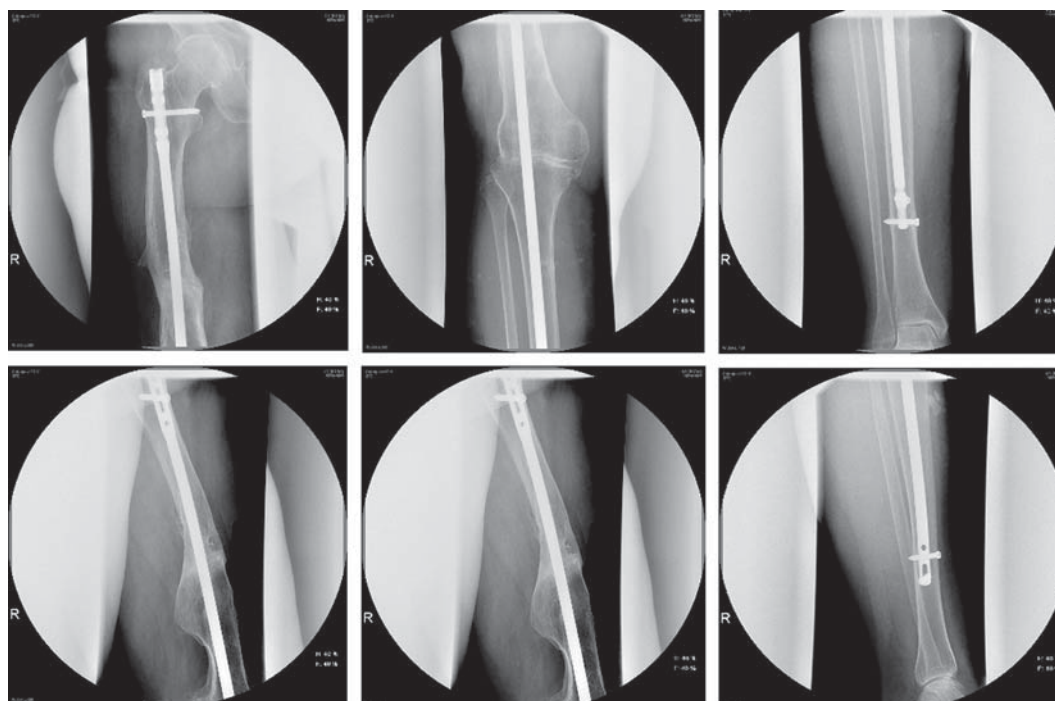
Рентгенограммы пациентки через 12 мес после операции в прямой и боковой проекциях.
